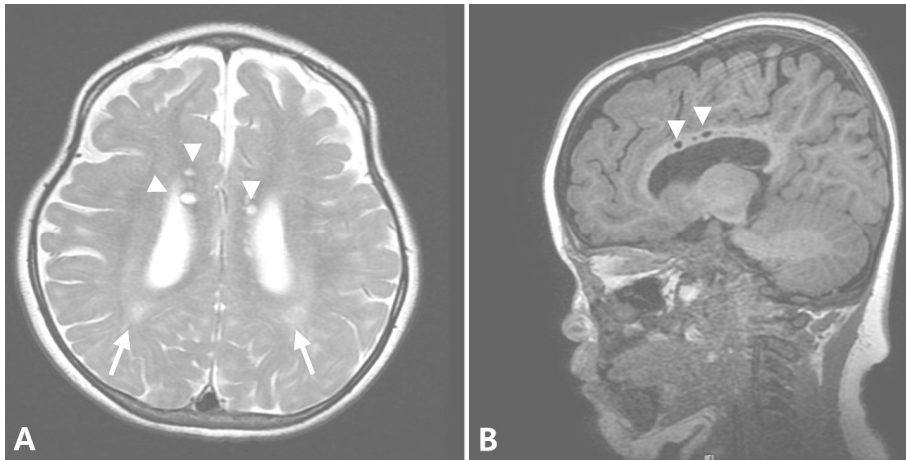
Brain MRI with 30 month-old boy. (A) T2-weighted fast spin echo axial image. There were several (less than 10) cystic or cribriform lesions on both cerebral hemispheres (arrowhead). The abnormal signal intensity lesions of white matter were mainly located in the deep white matter and periventricular white matter (arrow). Other findings included ventricular enlargement and moderate brain atrophy (The diameter of the third ventricle was over 1 cm, and the frontal and occipital horn of the lateral ventricle were measured at 8.3 mm and 15.2 mm). The cerebrospinal fluid (CSF) space width of the sylvian fissure or interhemispheric fissure was about 4.5 mm). There was localized CSF space widening at the posterior fossa, cistern magna, and left middle cranial fossa. (B) T2-weighted fluid-attenuated inversion recovery (FLAIR) sagittal image. There was fluid-equivalent signal change lesions at body of corpus callosum with moderate degree of brain atrophy (arrowhead). These features provide the clues of the metabolic disease.
